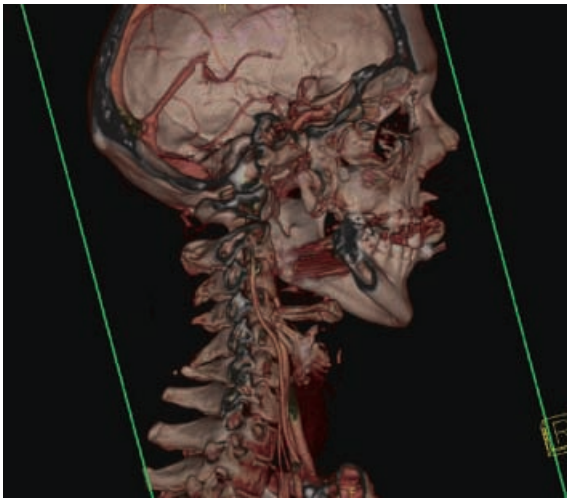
◀ Volume-Rendering-Rekonstruktion der supraaortalen CT-Angiographie desselben Patienten mit unauffälliger Darstellung der segmentierten A. vertebralis rechts
